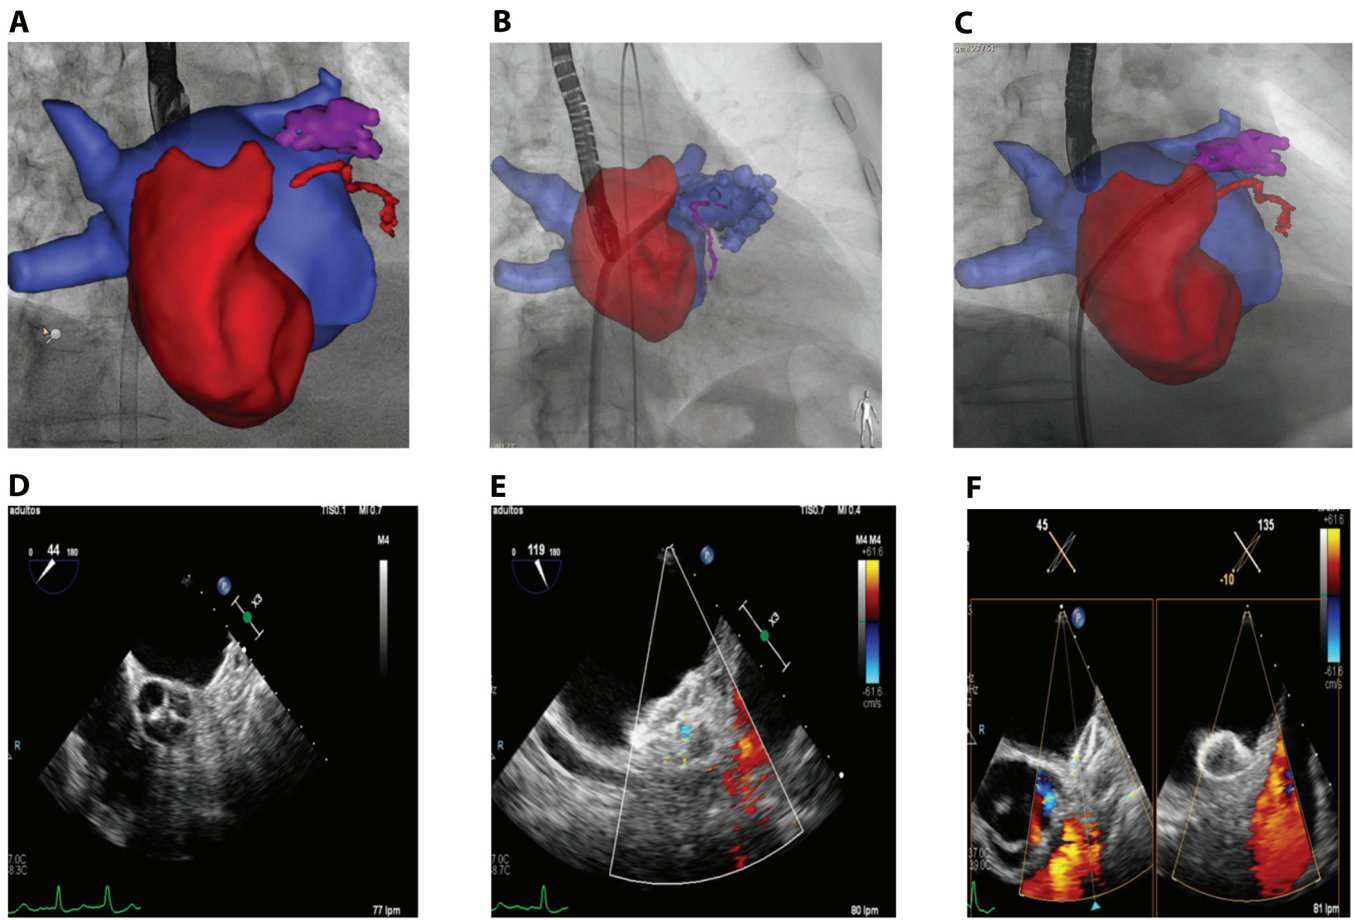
A y B. se observa mediante TAC con sistema Heart Navigator en sala de hemodinamia la morfología de la orejuela izquierda, la cual se encuentra más irregular y multilobulada. C. muestra colocación del dispositivo en la sala de hemodinamia. Figuras D, E y F. son fotogramas de ecocardiograma transesofágico, 2D a nivel de esófago medio a diferentes grados donde se valora el resultado final de la adecuada colocación del dispositivo y no se observa flujo en la orejuela izquierda a la valoración del Doppler color.
